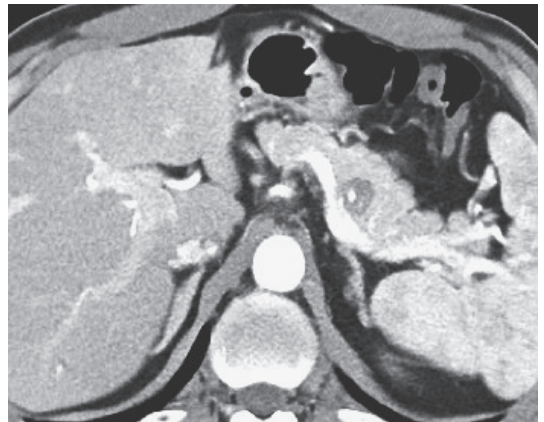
腹部造影 CT：膵尾部に径 15mm の腫瘍性病変をみとめる。尾側膵管の拡張はみとめられなかった。
